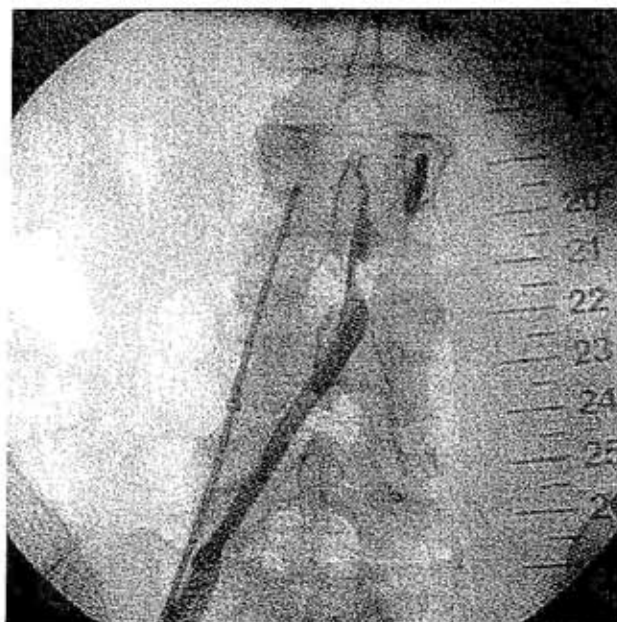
Tragitto subintimale della guida idrofilica che avanza per un breve tratto nell'occlusione prima in direzione craniale poi in senso trasversale e infine in senso caudale. Si nota la presenza di sonda ecografica in vena cava inferiore.
